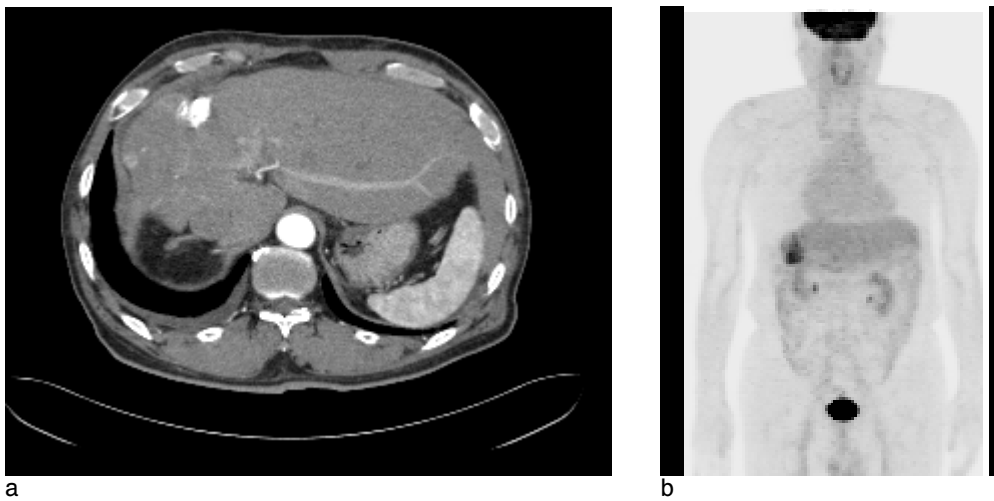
(a) Follow-up CT scan shows the growth of remaining viable tumor tissue and another new lesion without portal vein thrombosis. (b) There is no distant metastasis in PET scan.
